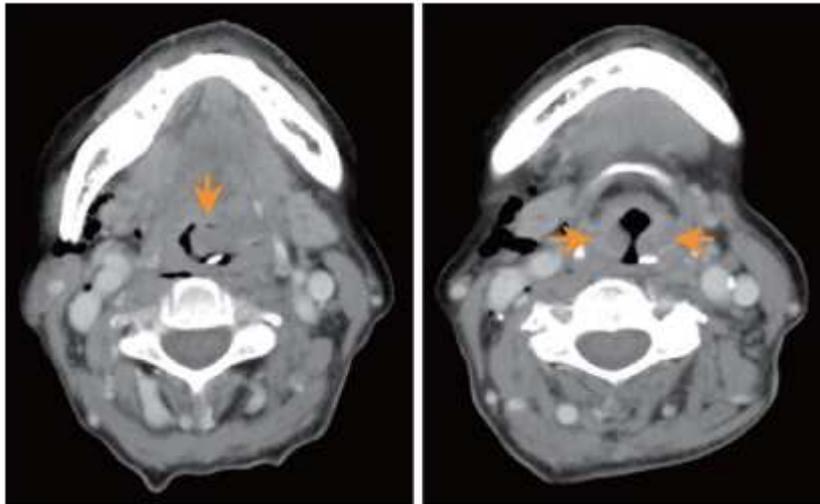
Setas evidenciando edema em região epiglótica e pregas ariepiglóticas à TC. Fonte: Laryngeal Tuberculosis: A Diagnosis that Should Be Remembered.
